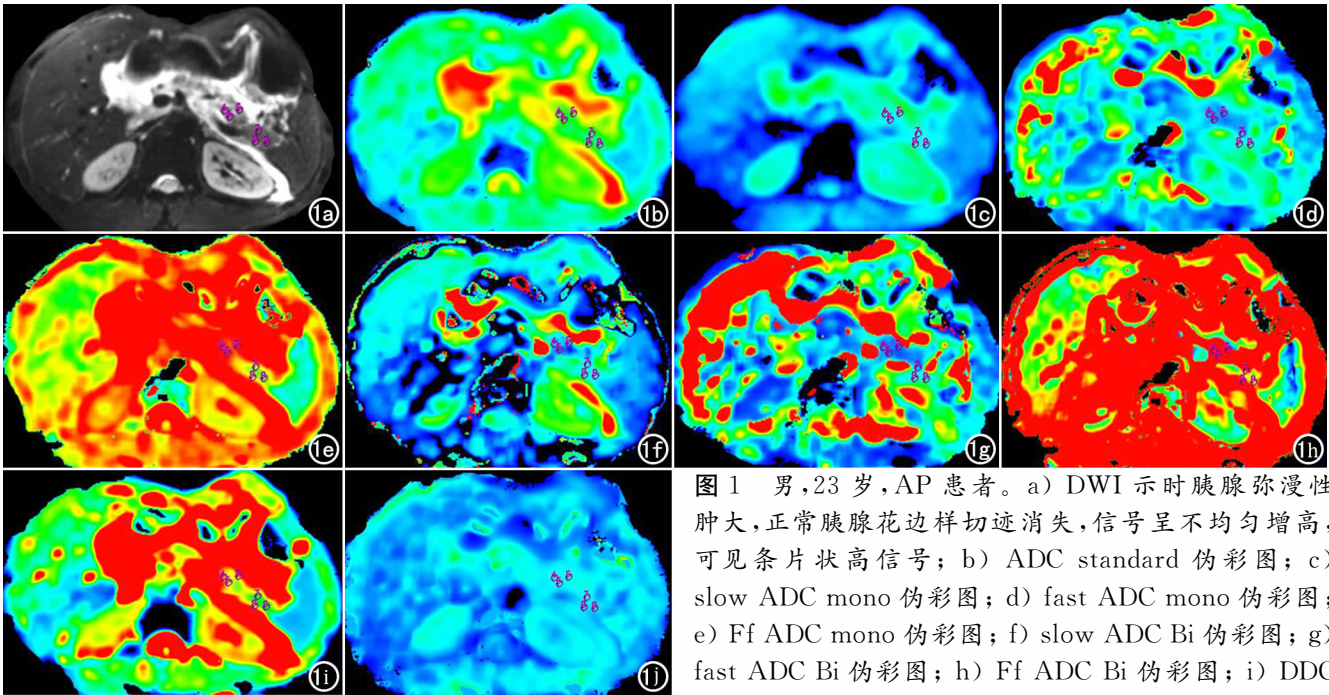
男,23 岁,AP 患者。a) DWI 示时胰腺弥漫性肿大,正常胰腺花边样切迹消失,信号呈不均匀增高,可见条片状高信号; b) ADC standard 伪彩图; c) slow ADC mono 伪彩图; d) fast ADC mono 伪彩图; e) Ff ADC mono 伪彩图; f) slow ADC Bi 伪彩图; g) fast ADC Bi 伪彩图; h) Ff ADC Bi 伪彩图; i) DDC 伪彩图; j) α 伪彩图。
